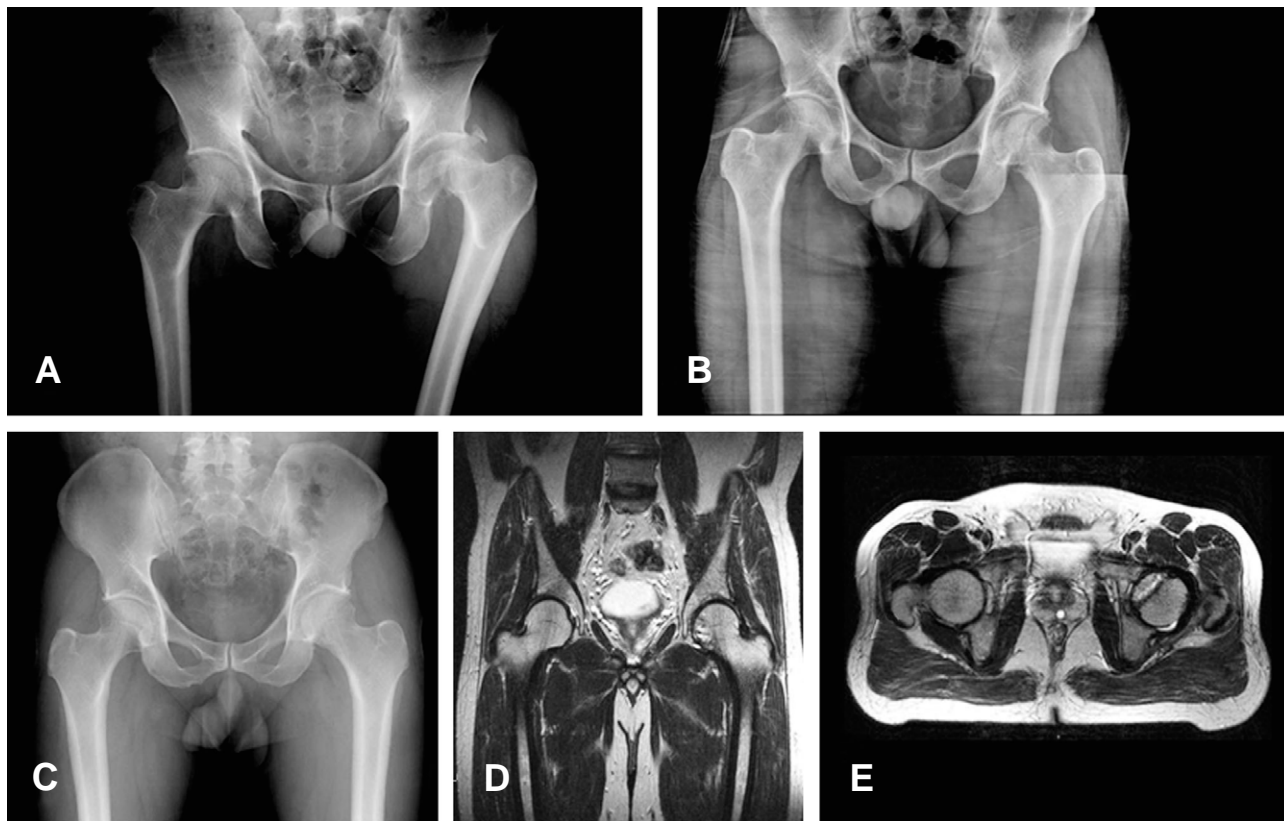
(A , B) A 39-year-old male sustained Pipkin type IV fracture of hip. (C, D ,E) He was treated conservatively. The radiograph at 20 months shows good bone union of femoral head but the MRI demonstrate avascular necrosis.
